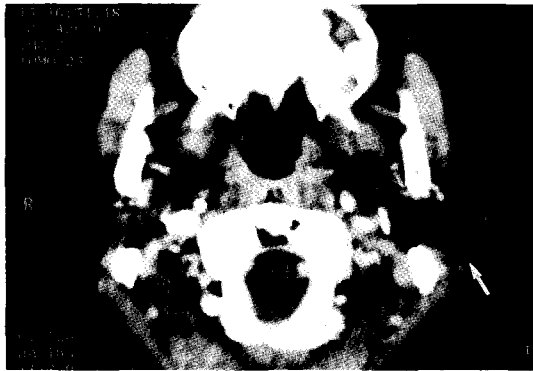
Axial CT (window 236) shows left infrauricular, parotid swelling and oval shaped central lucency like air density in parapharyngeal space (arrow).
